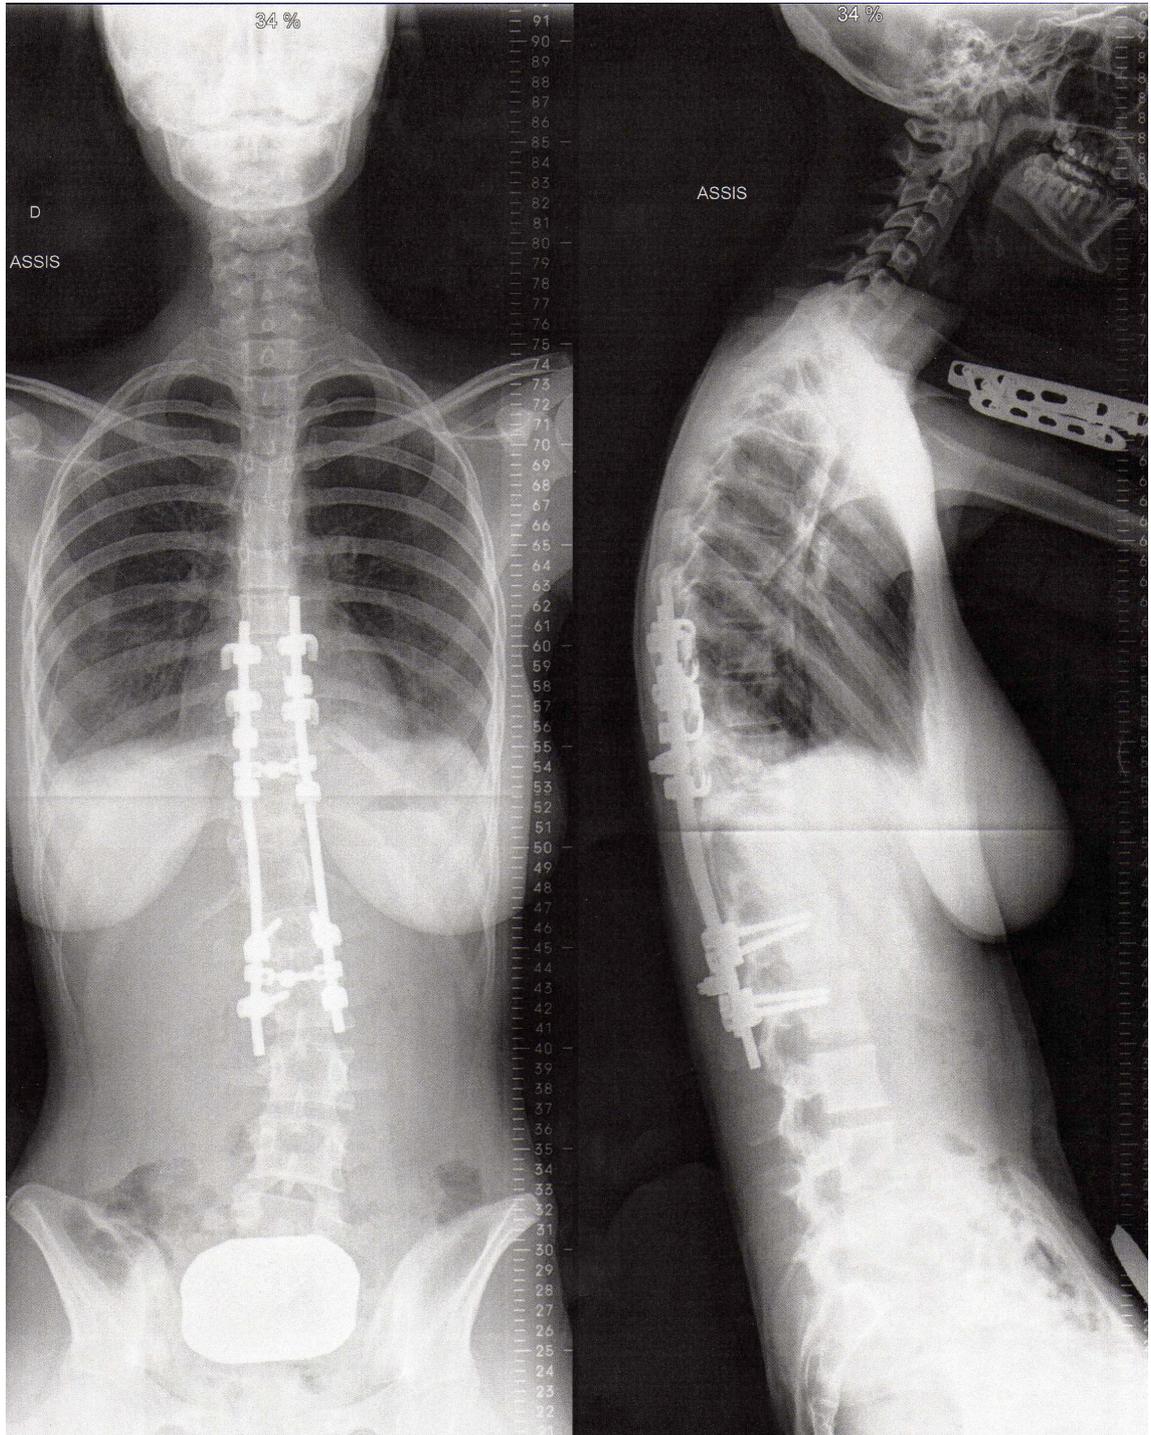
radiographie du rachis de dos et de profil
